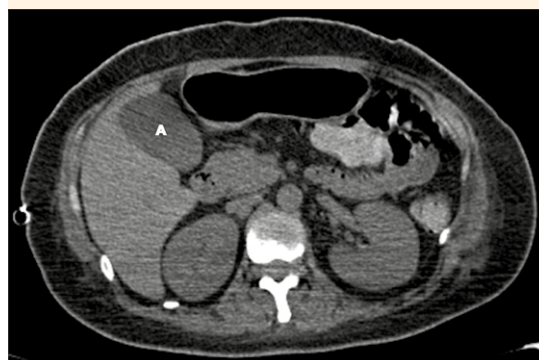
TAC contrastada abdominal. La vesícula biliar se observa con dimensiones de 92 x 41 x 40 mm, volumen de 78 cc, de contenido heterogéneo a expensas de imagen que condiciona líquido en su interior (A), la pared engrosada (8.5 mm) con escaso realce en fases contrastadas.
